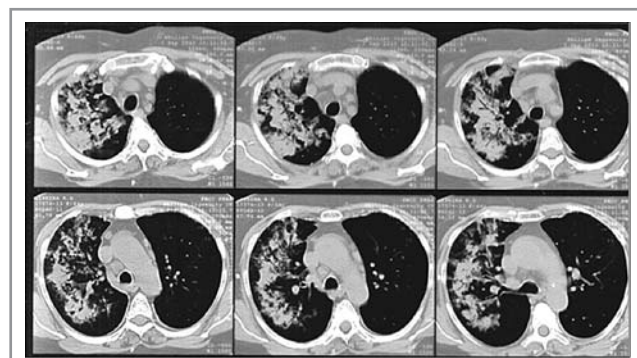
МСКТ легких у больного МПА с ДАК: интерстициальное поражение с фокусами инфильтрации в правом легком.
